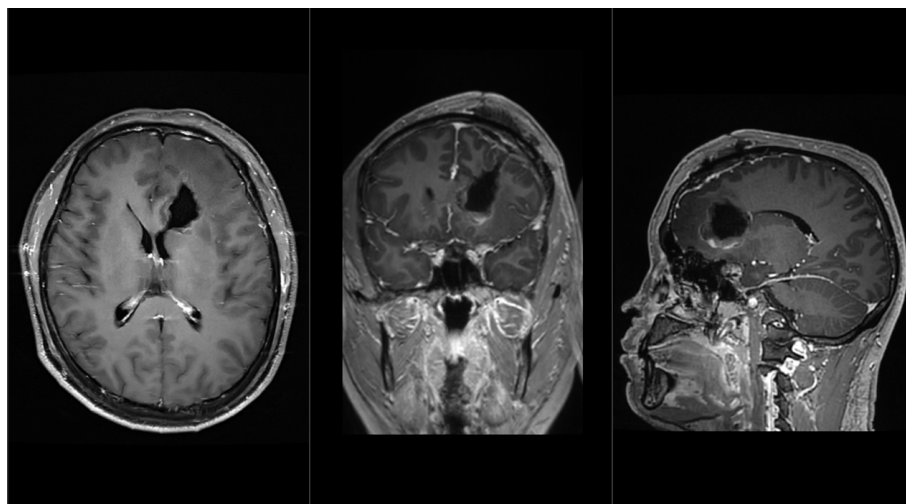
Enhanced magnetic resonance imaging 1 week after operation
